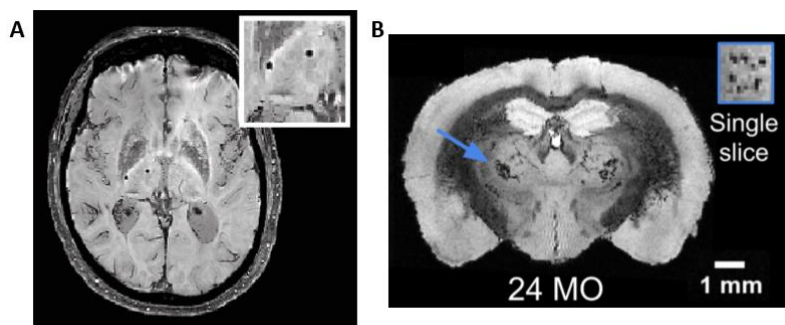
Estudi de microhemorràgies cerebrals per MRI. A) Microhemorràgies cerebrals en pacient amb malaltia de petit vas detectables per seqüències T2* W. Extret de (Ter Telgte A et al., 2018). B) Microhemorràgies cerebrals al tàlem d'un ratolí de 25 mesos detectables utilitzant seqüències T2*W. Extret de (Taylor EN et al., 2020).
